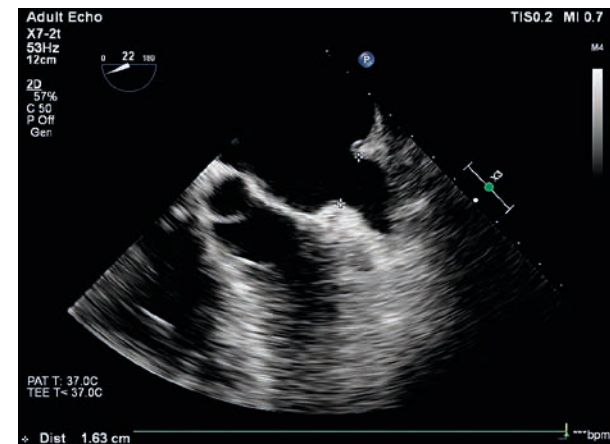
Ecocardiografia transesofagiană arătând urechiușul atrial stâng liber, fără tromb sau contrast spontan
